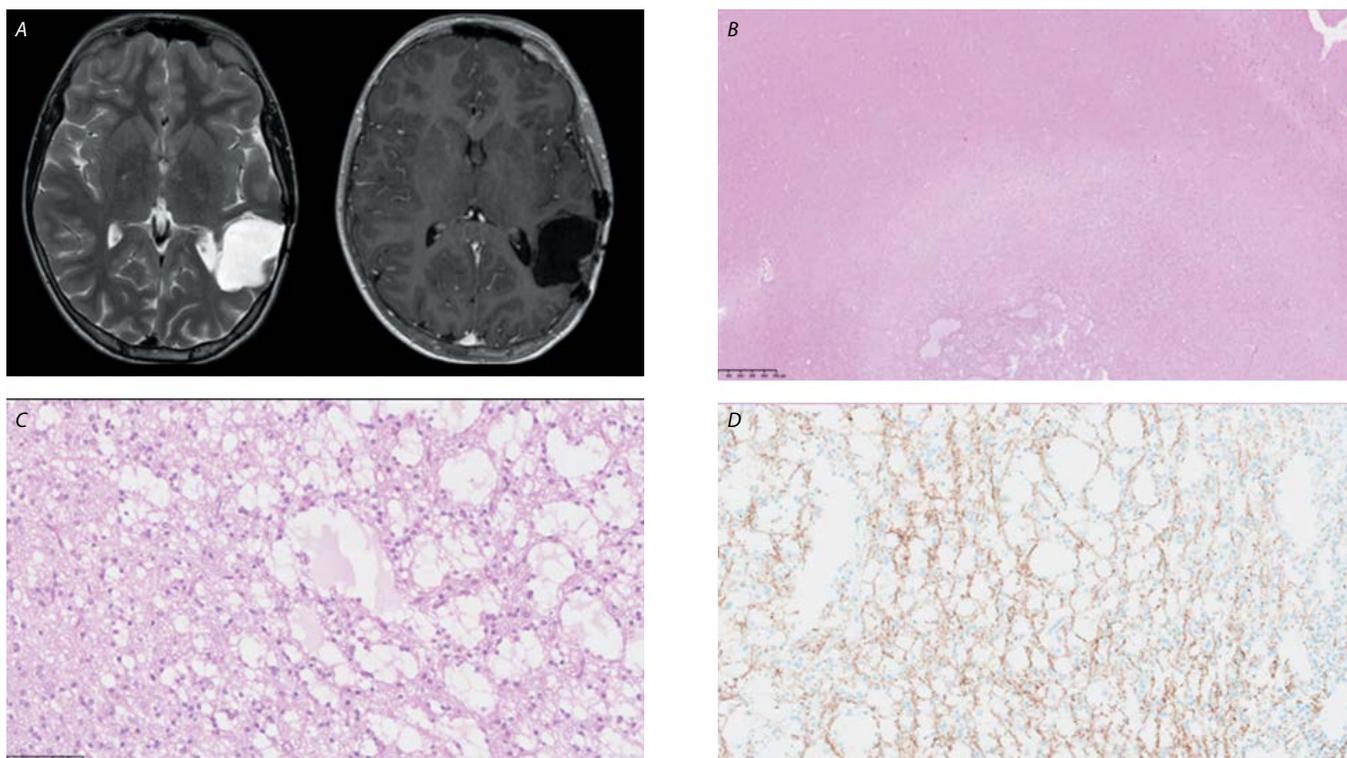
Постоперационная МРТ пациента Г. и результаты патоморфологического исследования.
